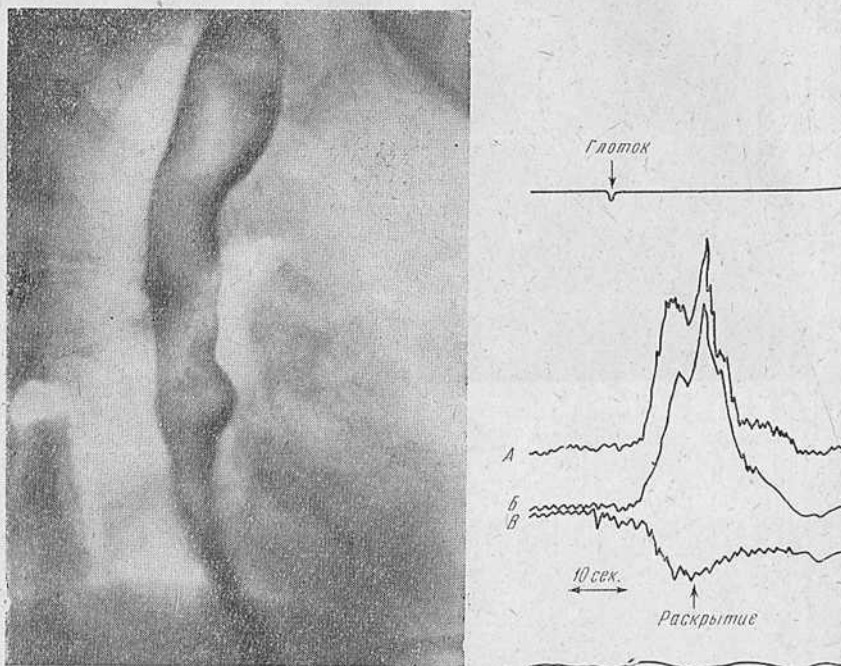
Та же больная. Рентгенограмма пищевода после введения атропина.
